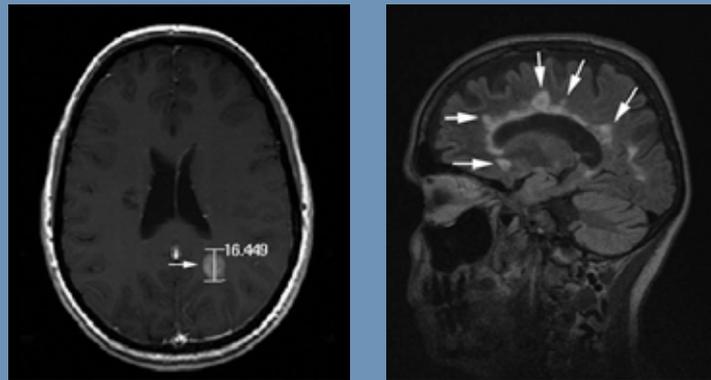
Atteinte de la substance blanche visualisée par IRM⁶. L'image de gauche représente une lésion démyélinisante active, avec rehaussement post injection de gadolinium. L'image de droite démontre des lésions ovoïdes perpendiculaire aux ventricules latéraux, en doigt de gant, représentation typique de la SEP.
